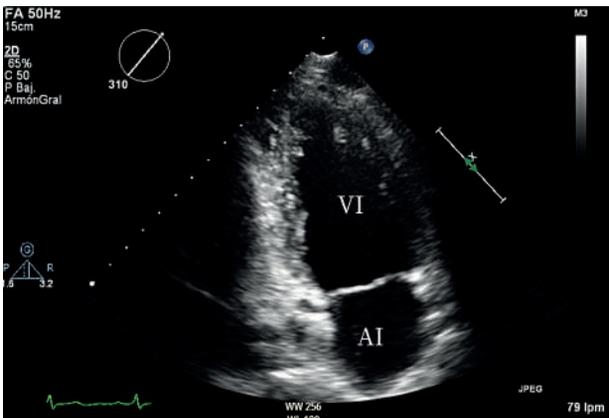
Apical 2 cámaras.
